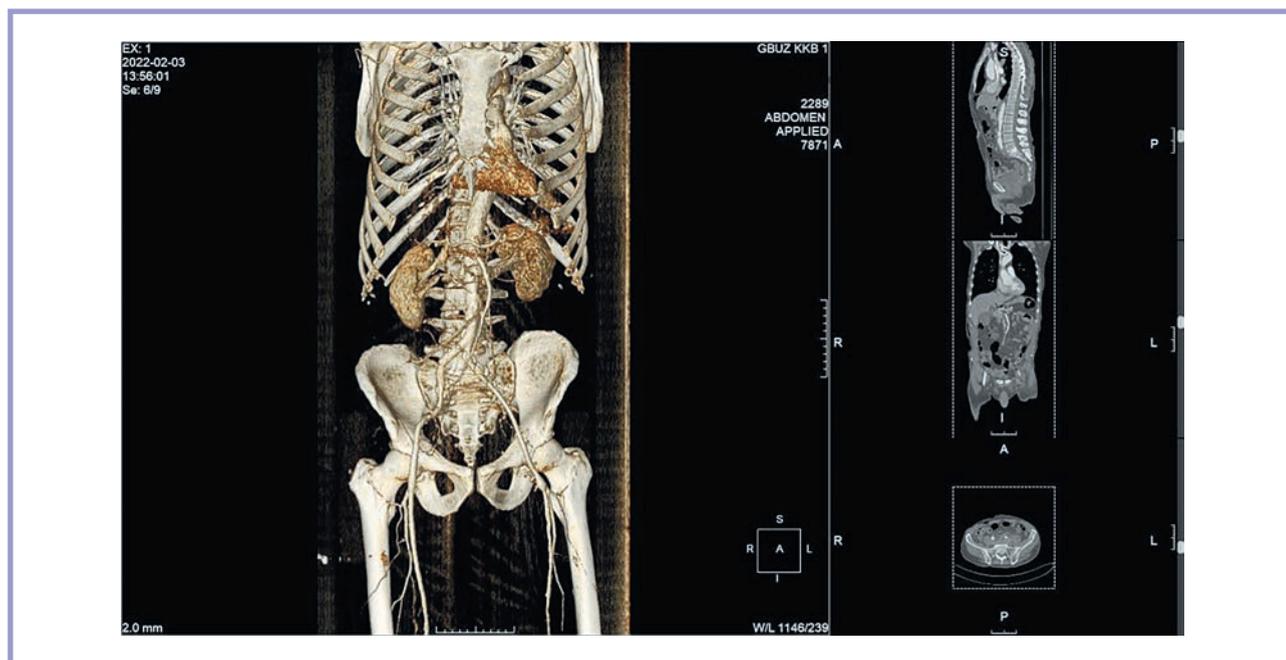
3D-реконструкция МСКТ с внутривенным контрастированием после оперативного вмешательства (интраоперационная эндофотография).
